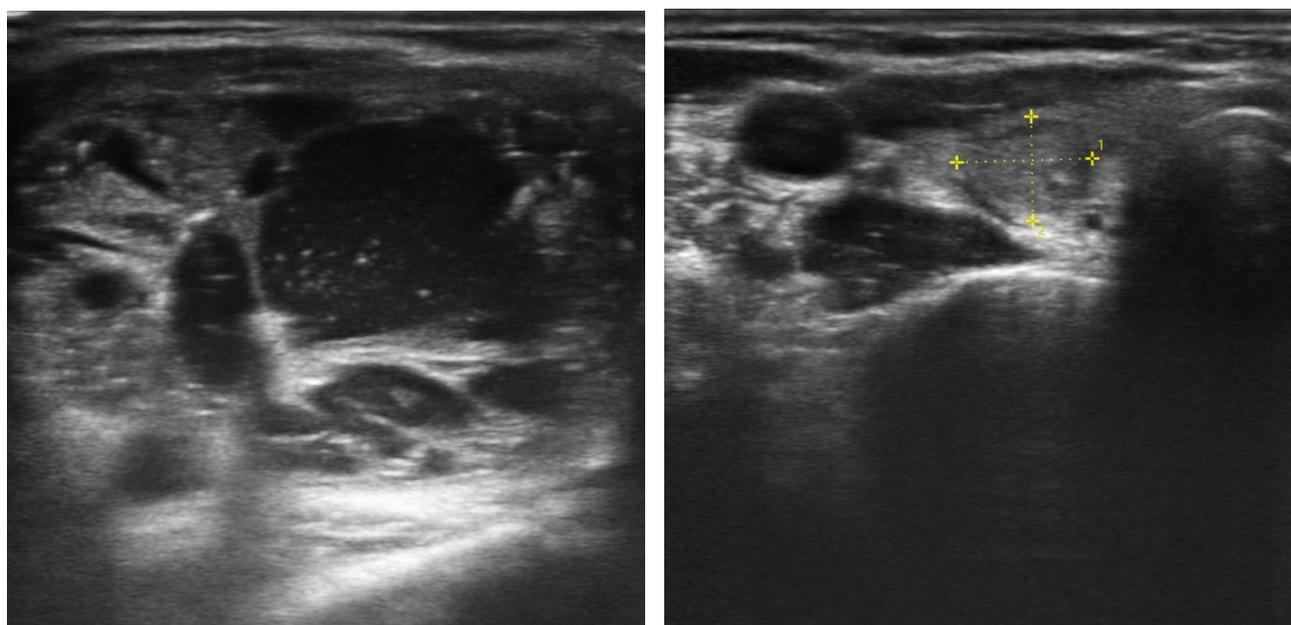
УЗИ ЩЖ при узловом зобе
